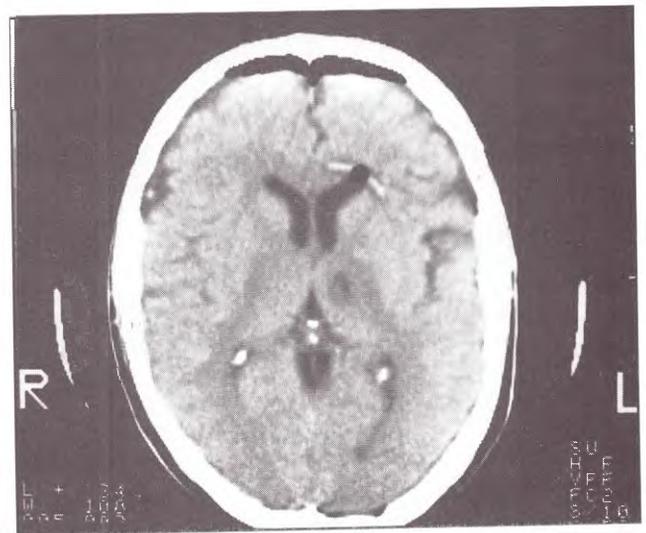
TAC de control postoperatoria a las 48 hs de Talamotomía izquierda.
